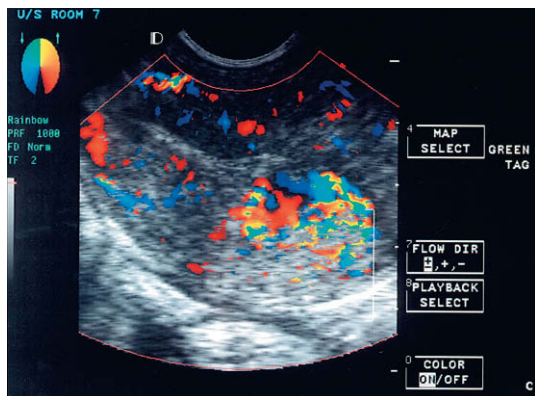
Doppler color del flujo en un tumor trofoblástico.
